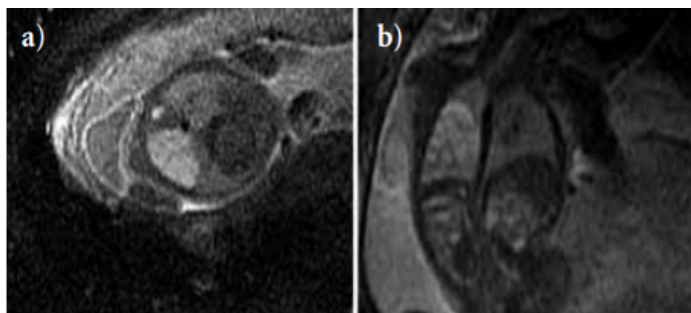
Resonancia magnética del mismo caso de la figura anterior. En el corte axial (a) y coronal se observa con más claridad la distinción entre parénquima normal y patológico.
